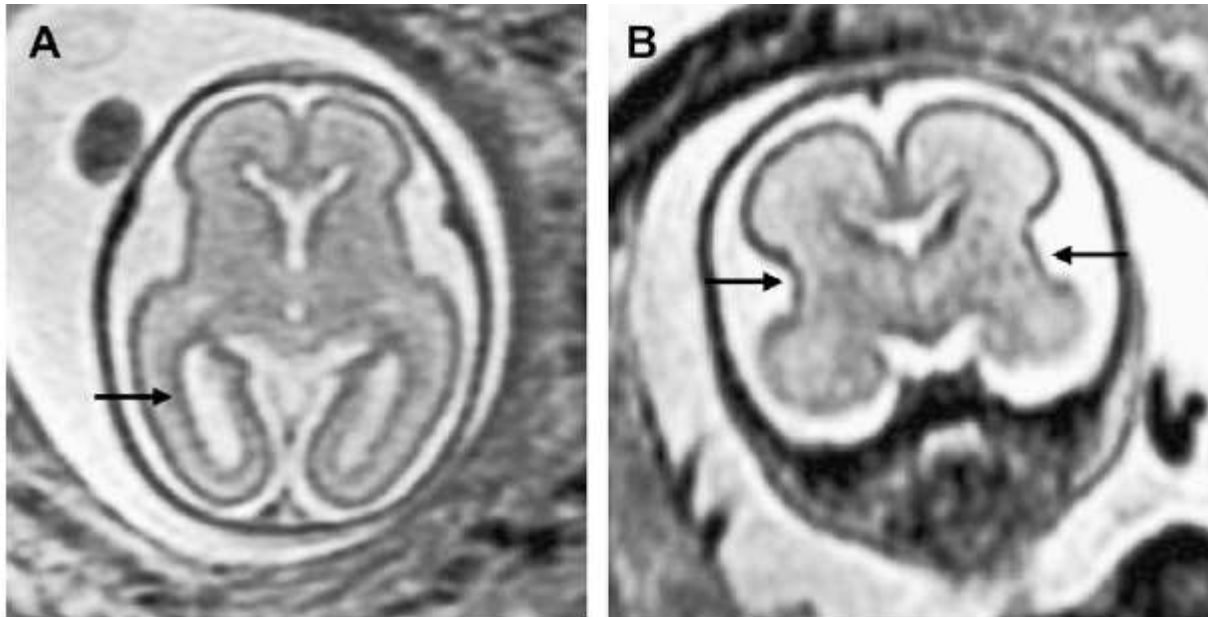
(A) Axial ssFSE T2-weighted image demonstrates normal appearance of the fetal brain at 23 gestational weeks. The germinal matrix appears as a band of low signal surrounding the lateral ventricles (arrow). The Sylvian fissures appear box-like on both axial and coronal images at 23 week's gestation (arrows). (From Glen OA. Fetal central nervous system MR imaging. *Neuroimaging Clinics of North America* 2006;16(1):1-17, with permission.)
